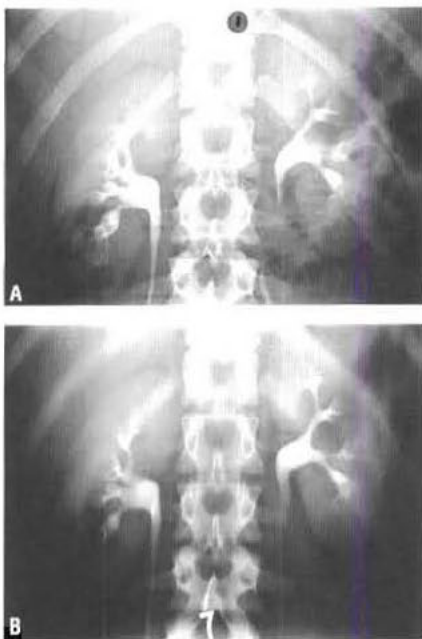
Urographie intraveineuse (UIV). (A) Cliché réalisé 10 min après l'injection de produit de contraste intraveineux : anatomie pyélocalicielle normale. (B) La tomographie conventionnelle évite les superpositions gazeuses digestives ; cette technique est détrônée par l'imagerie en coupe (échographie, TDM).
